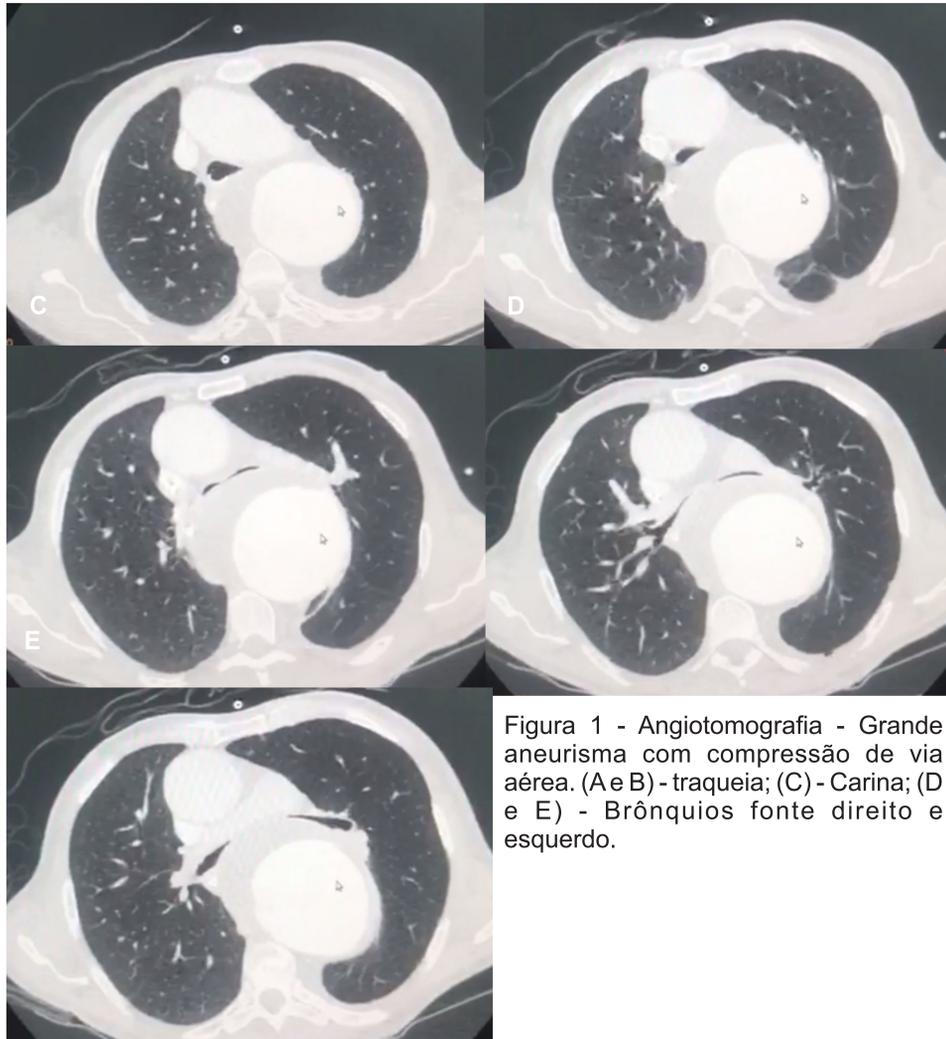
Angiotomografia - Grande aneurisma com compressão de via aérea. (A e B) - traqueia; (C) - Carina; (D e E) - Brônquios fonte direito e esquerdo.
